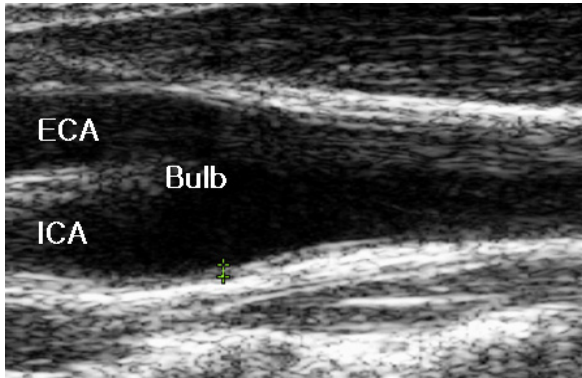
Common carotid artery intima-media thickness by high resolution B-mode ultrasonography. Intima-media thickness was defined as the maximal distance(mm) between the inner and outer echogenic line in carotid artery bulb. ICA, internal carotid ; ECA, external carotid
